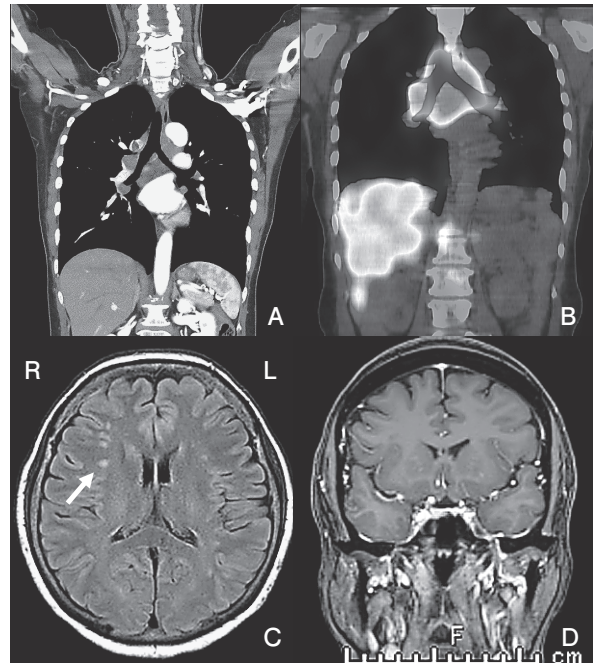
症例 3 A：胸部造影 CT，B：Ga シンチグラフィ，C：単純脳 MRI 水平断，FLAIR 法，D：造影 MRI 冠状断
